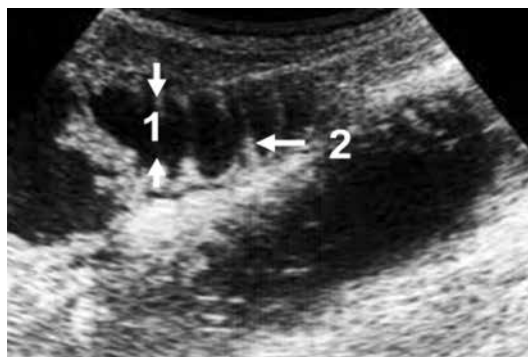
Semnele ultrasonografice ale ocluziei intestinale acute:
